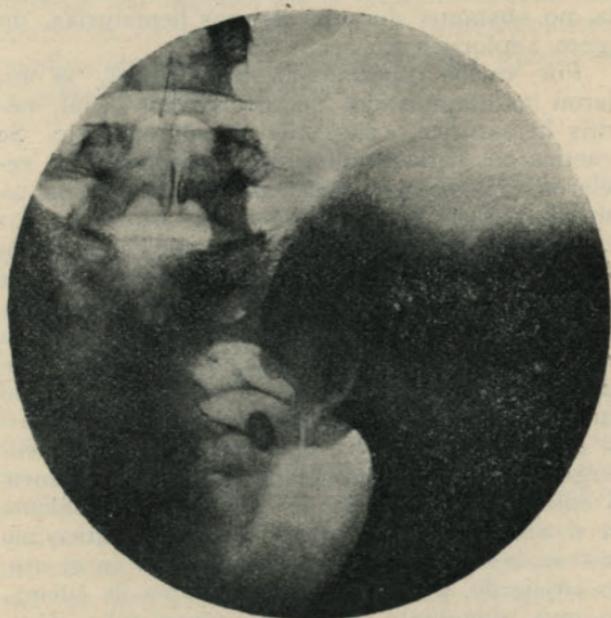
Radiografía de un cálculo del uréter pelviano extraído por medio de la ureterolitotomía iliaca.
